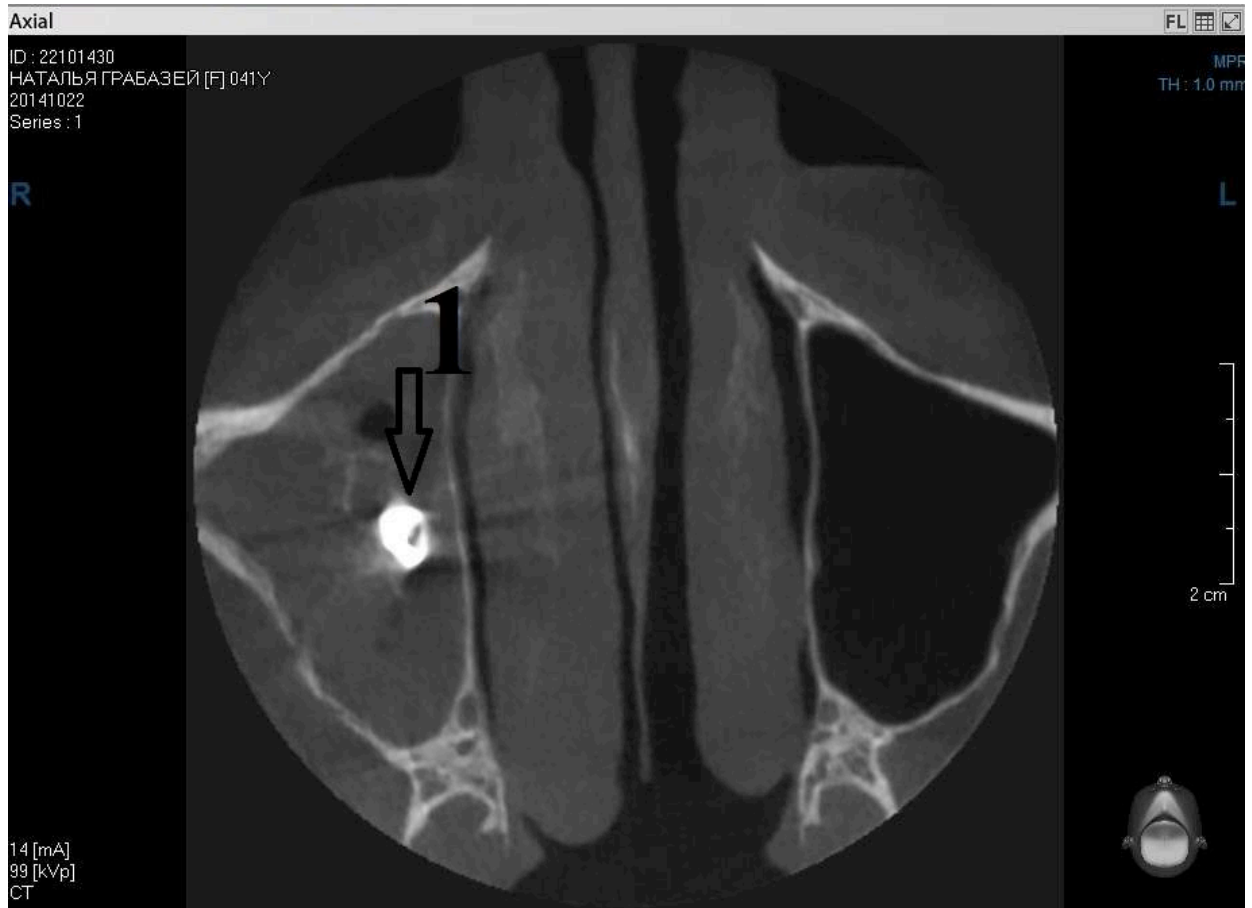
Комп'ютерна конусно-променева томографія. Пацієнтка Г. (історія хвороби № 6579):
